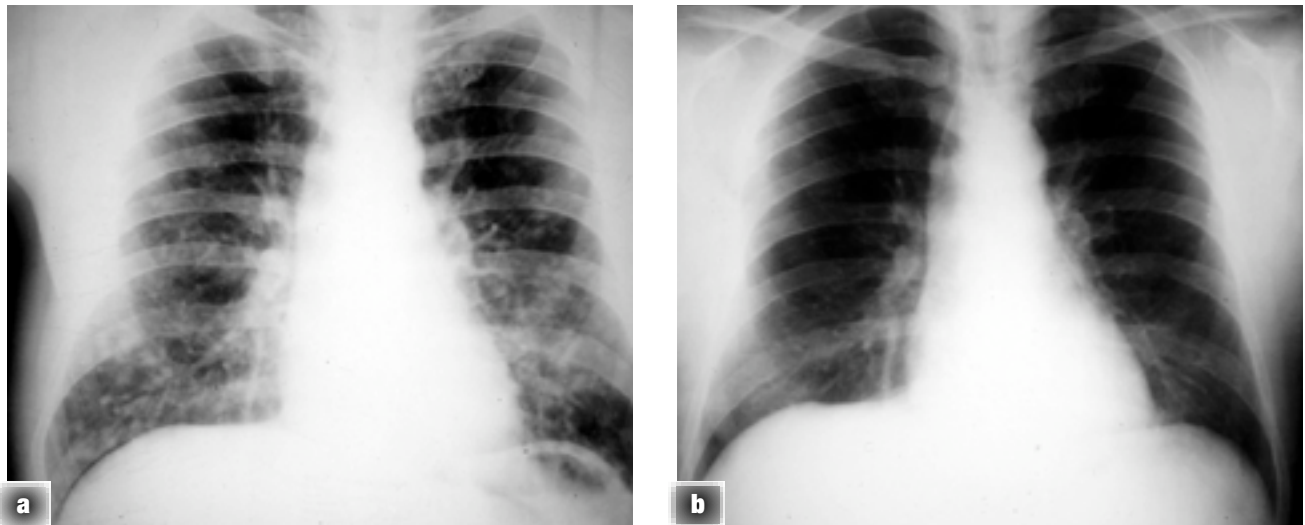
Radiographies de miliaire pulmonaire histoplasmique spontanément résolutive- a) Primoinfection, b) Lésions cicatricielles des bases 6 semaines après. (clichés Parasitologie-Mycologie, CHU de Nice).
